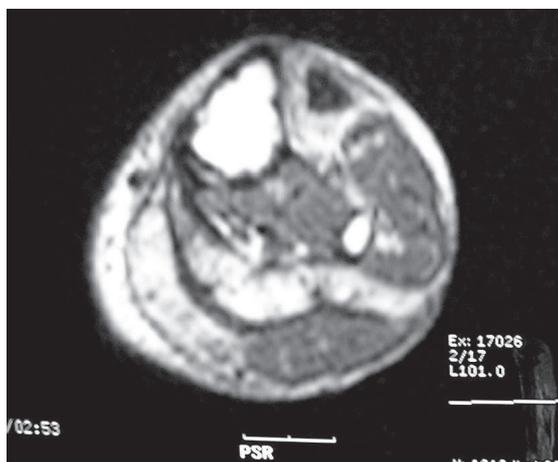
No se evidencia ni rotura cortical ni afectación de partes blandas en la RMN.
